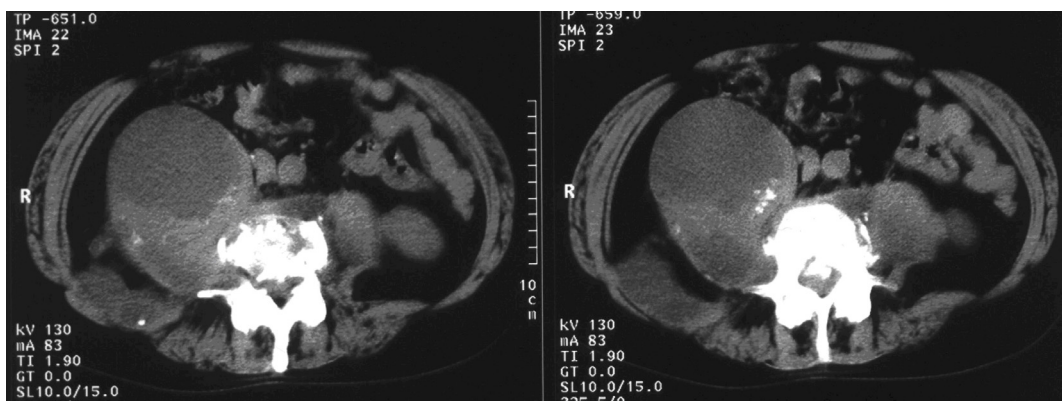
КТ пацієнта Д., і/хв. № 3896
